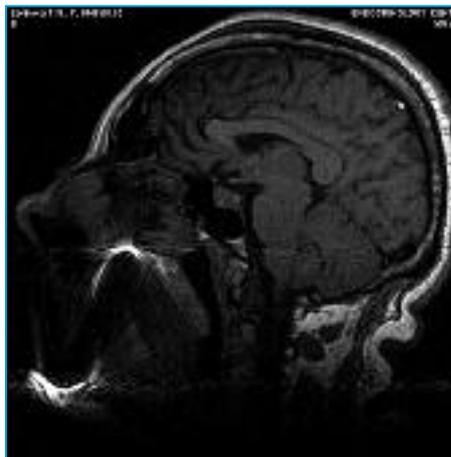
МРТ больной Л. через 10 месяцев после лечения Соматулином
